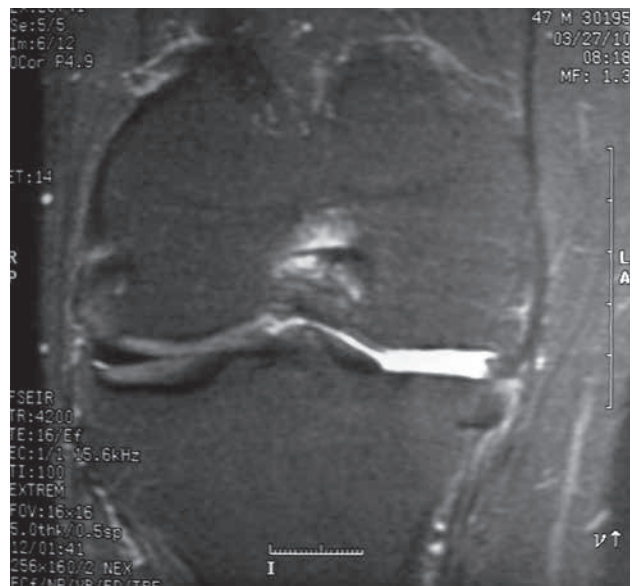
RMN. Secuela de meniscectomía, Aplanamiento del cóndilo medial.
